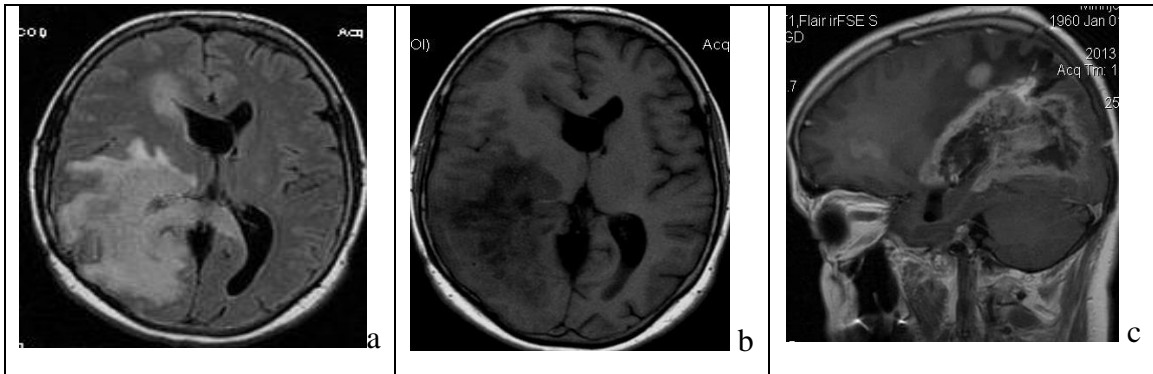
Limfomë primare e trurit. Proces ekspanziv me lokalizim dhe shtrirje mjaft karakteristike për limfomë duke përfshirë subependimën dhe splenium corporis callosi. Ka hipersinjal në FLAIR (A), hiposinjal T1 (B) dhe përforcim marginal të kontrastit të aplikuar i.v. (C).
